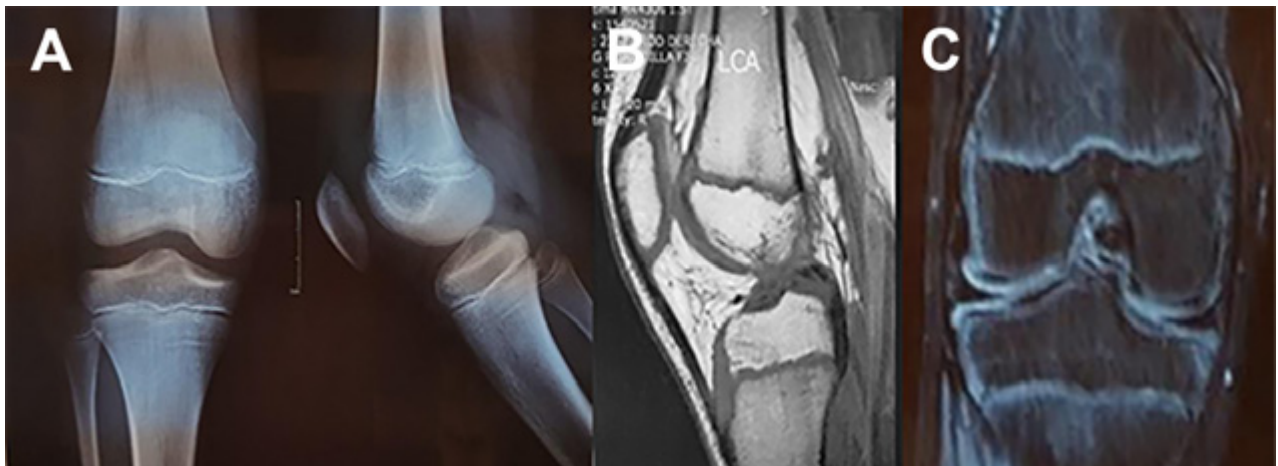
A) Rx de rodilla derecha frente y perfil. Cartílagos abiertos. Sin lesión ósea. B) RM de rodilla derecha. Corte sagital. Lesión de LCA, fisis abierta. C) RM de rodilla derecha. Corte coronal. Meniscos de morfología normal. Lesión de LCA, fisis abierta.
